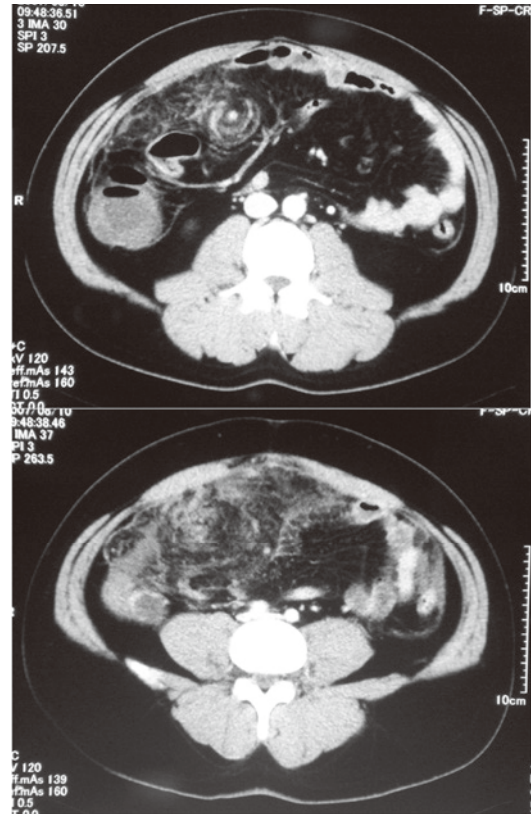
Contrast-enhanced computed tomography image of abdomen showing low-density mass with stratified and partially whorl-like internal structure of high density.
